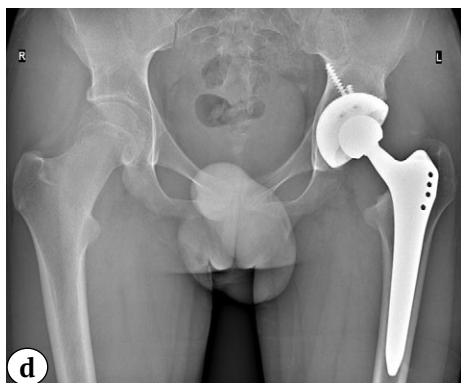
(d). Серия рентгенограмм тазобедренных суставов пациента 14 лет с левосторонним коксартрозом 3 стадии в результате лечения ЮЭГБК:
